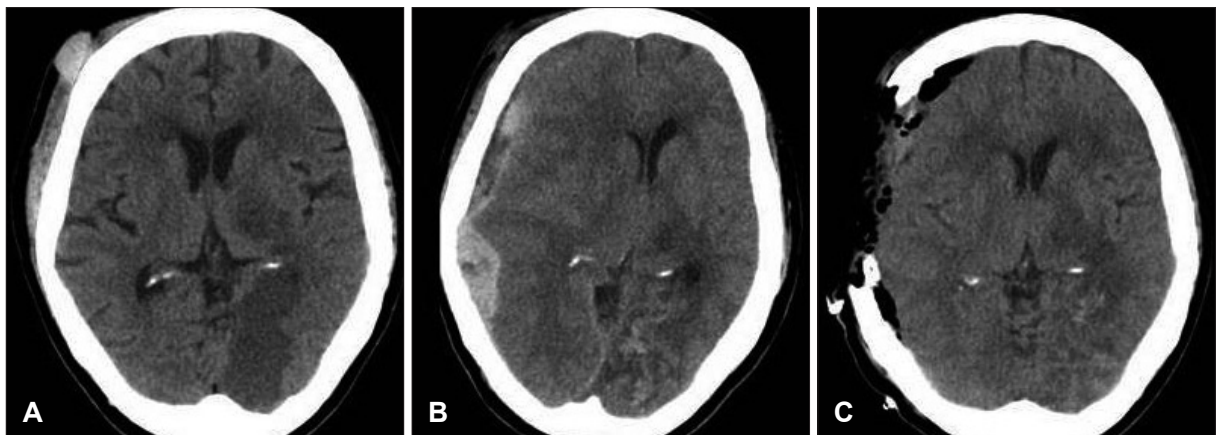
Serial brain computed tomographic scans. A: Brain noncontrast CT performed at the emergency room shows right frontal subgaleal hematoma. B: There is no evidence of subdural hematoma. CT at 7 days after warfarin administration shows mixed hemorrhagic density located in right fronto-temporo-occipital area, midline shifting and ipsilateral ventricle compression. C: CT after decompressive craniectomy shows removal of hematoma.
